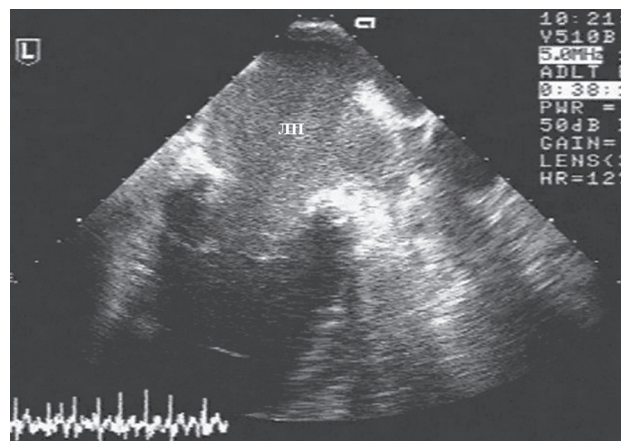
Чреспищеводная эхокардиография. Феномен выраженного спонтанного эхоконтрастирования в левом предсердии с образованием тромбов в его ушке. ЛП – левое предсердие
